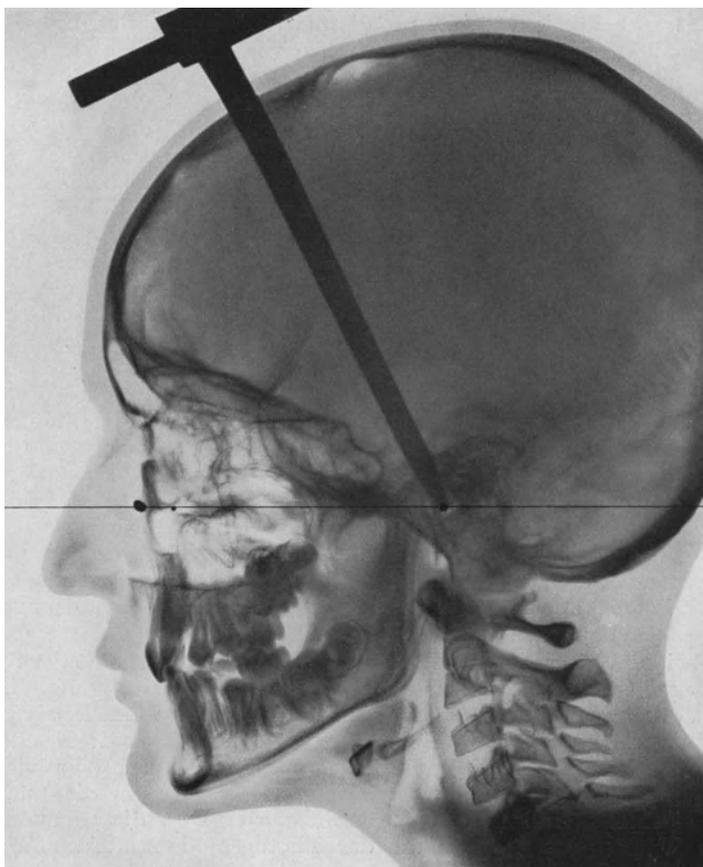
Fernröntgenaufnahme zum Fall Abb. 1125—1128.
